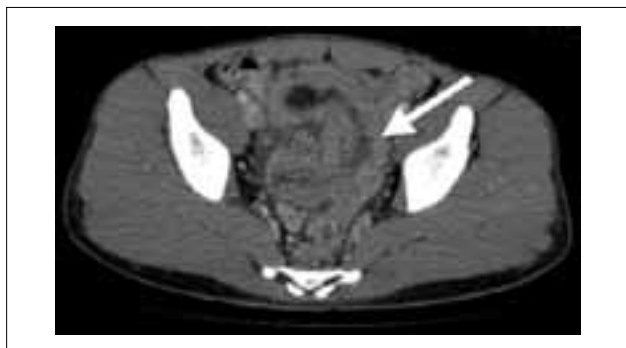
Компьютерная томограмма. Полость малого таза. Структура с наличием центрально расположенной жировой ткани (стрелка), после внутривенного контрастирования в ней визуализируются артериальные и венозные сосуды — брыжейка
